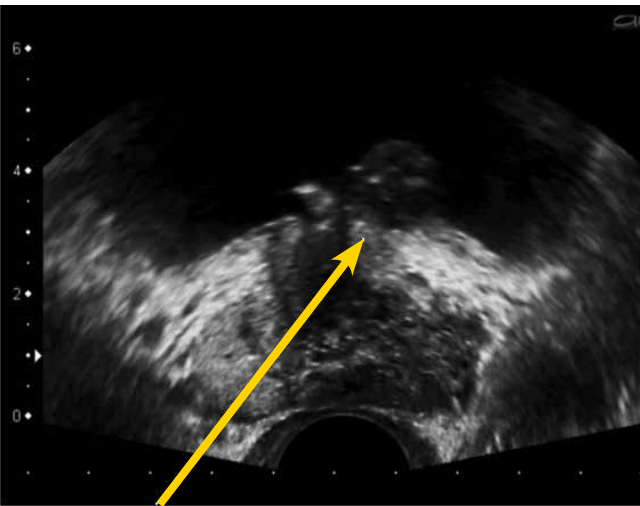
ТРУЗИ. Инвазия в шейку мочевого пузыря. 26.08.2010 г.
